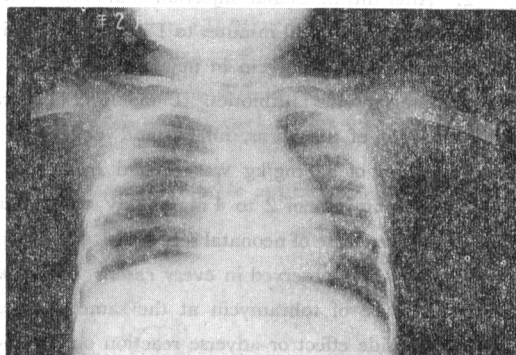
Case 8, X-ray finding after administration of tobramycin
